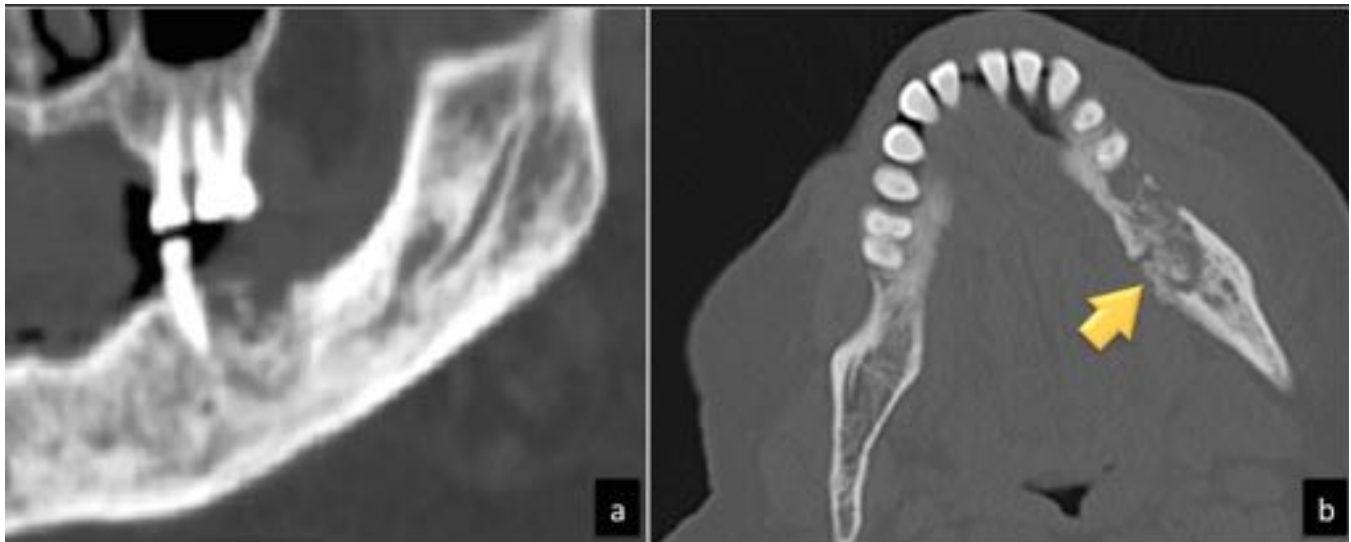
Osteonecrosis mandibular en TC simple de mandíbula. Reconstrucción en plano coronal (a) y corte axial (b) que revelan signos de osteonecrosis en hemicuerpo mandibular izquierdo, con esclerosis de la medular que engloba el canal del nervio dentario inferior y área lítica en la cortical alveolar con erosión ósea de la cortical bucal y lingual (flecha en b).
